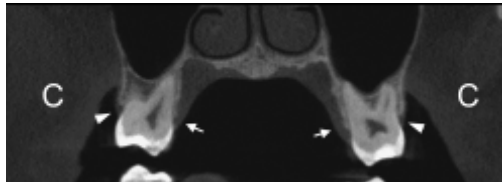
Aquisição da tomografia computadorizada volumétrica exibindo aspectos vestibulares e palatais dos tecidos moles e duros dos primeiros molares das maxilas. C:bochechas, pontas da flecha=gengiva vestibular e setas= mucosa mastigatória palatal.
